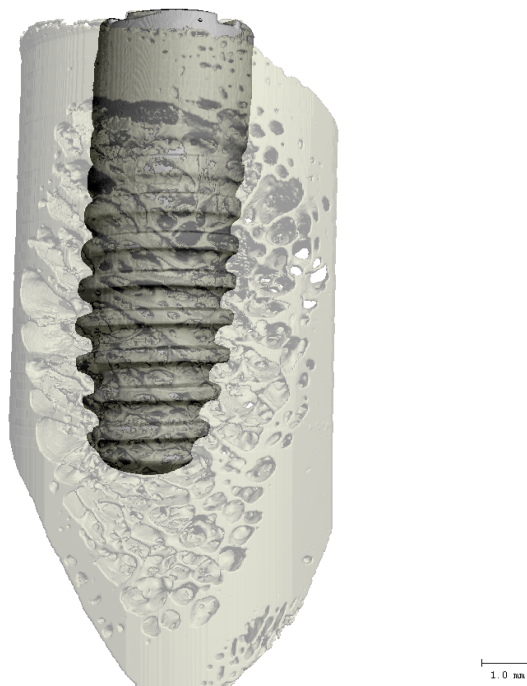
CT-Bild des Implantat/Knochenmodells. Dieses verfahren eignet sich sehr gut um die exakte Position des Implantates im Knochen zu analysieren. Das aufliegen der Implantatsspitze an der der unteren Kortikalis kann somit ausgeschlossen werden.
